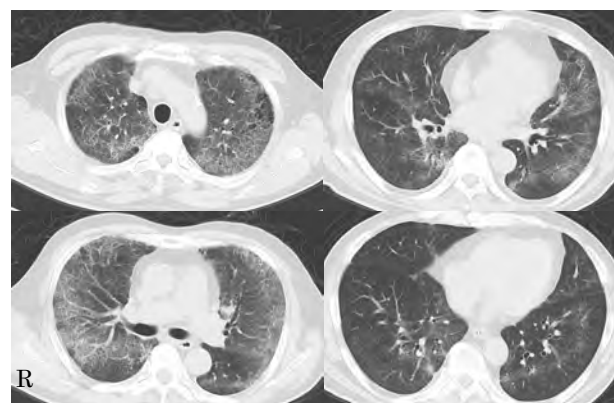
入院時胸部 CT。両側上葉優位にすりガラス影や網状影を認めた。
